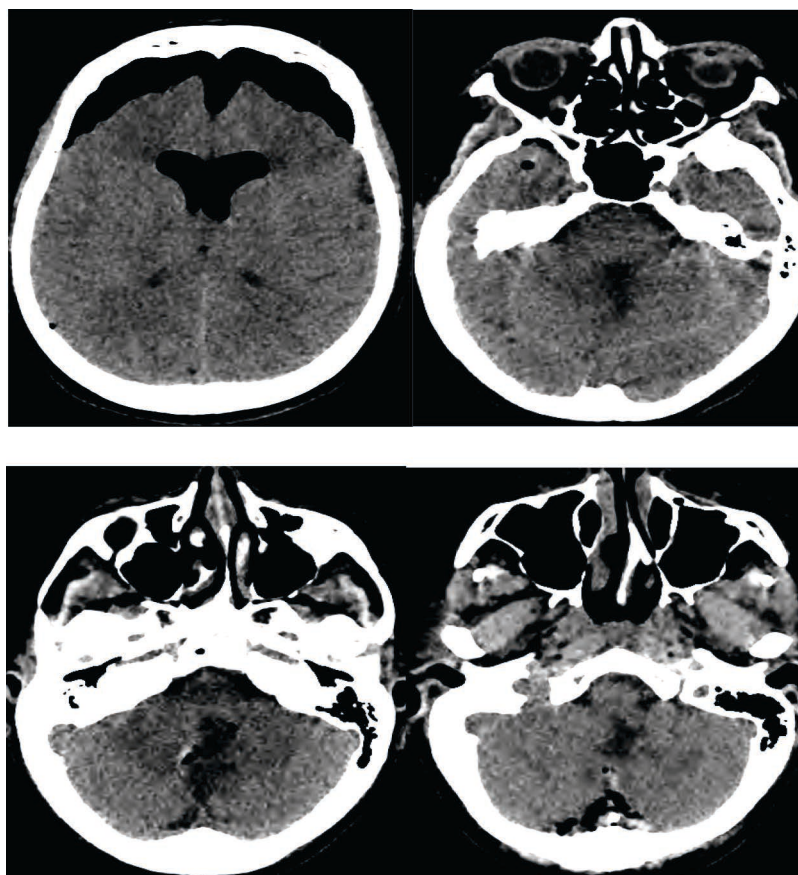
КТ головного мозга после операции: пневмоцефалия, характерные послеоперационные изменения.
